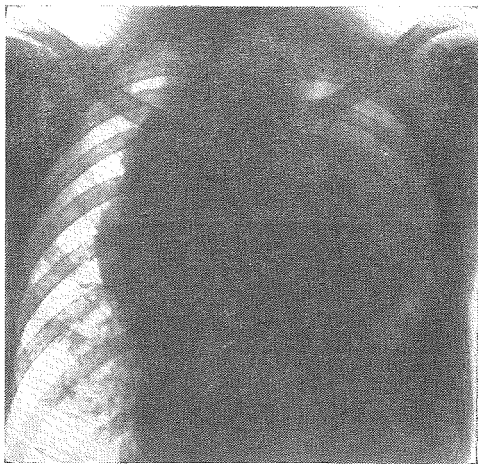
Caso 1. Radiografía de tórax (30-III-1955) mostrando el gran desarrollo del tumor mediastínico al interrumpirse el tratamiento radiológico.
